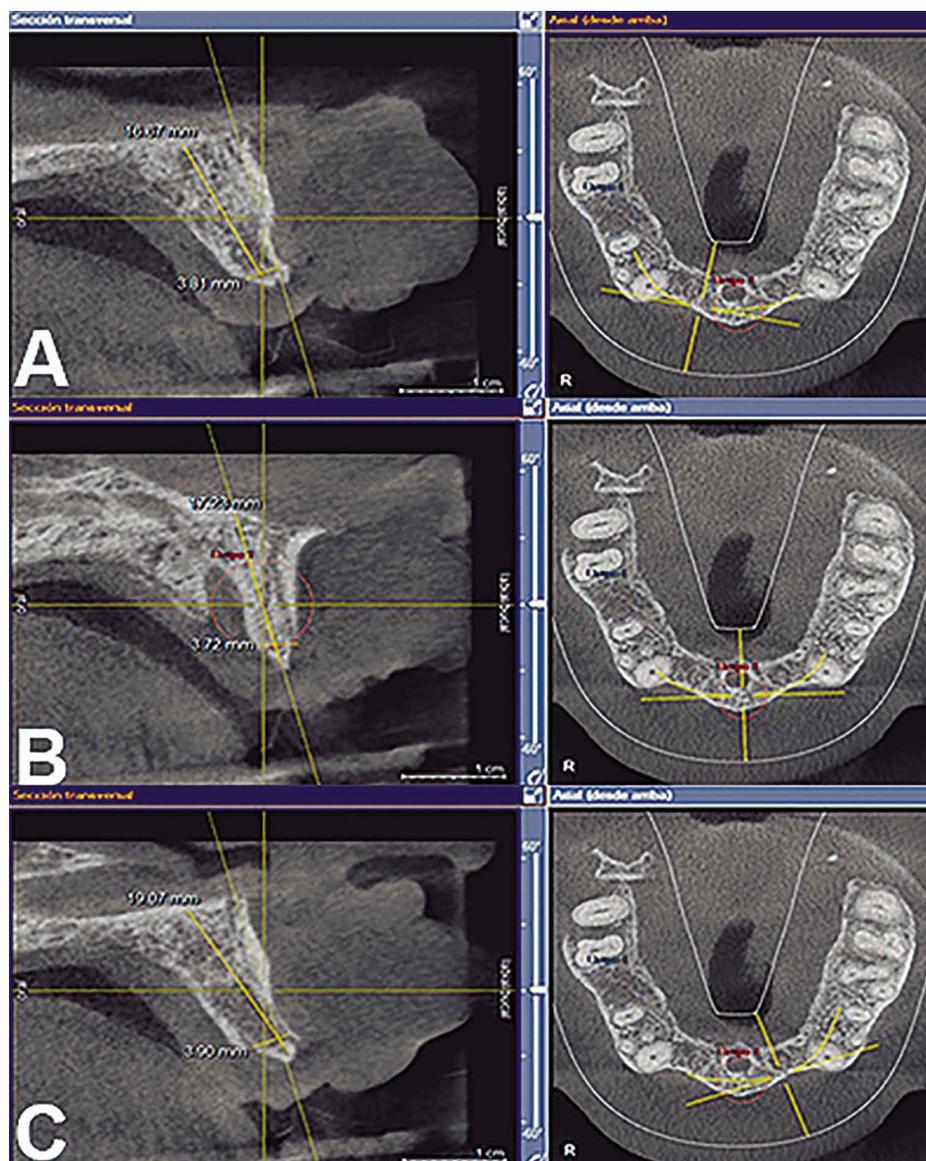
Tomografía CBCT. Maxilar zona derecha (A), Maxilar línea mediana (B) y Maxilar zona izquierda (C).
